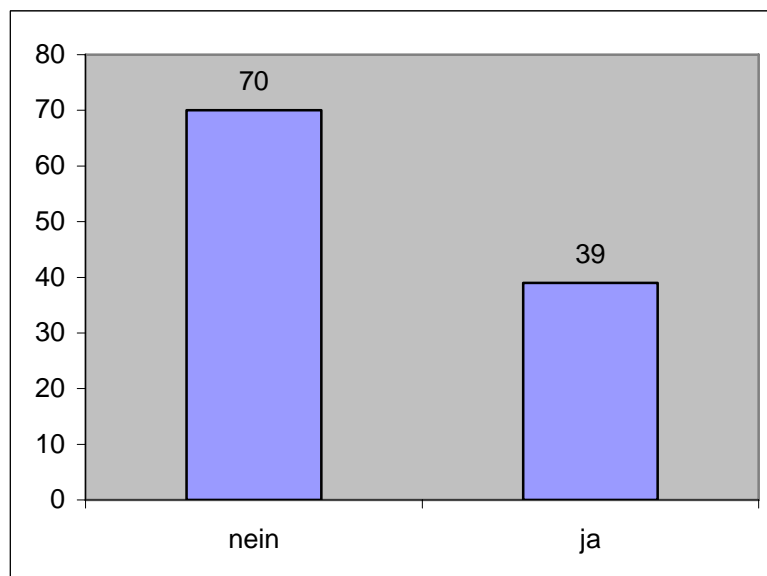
Bestrahlung des parasternalen Lymphabflussgebietes; absolute Angabe
